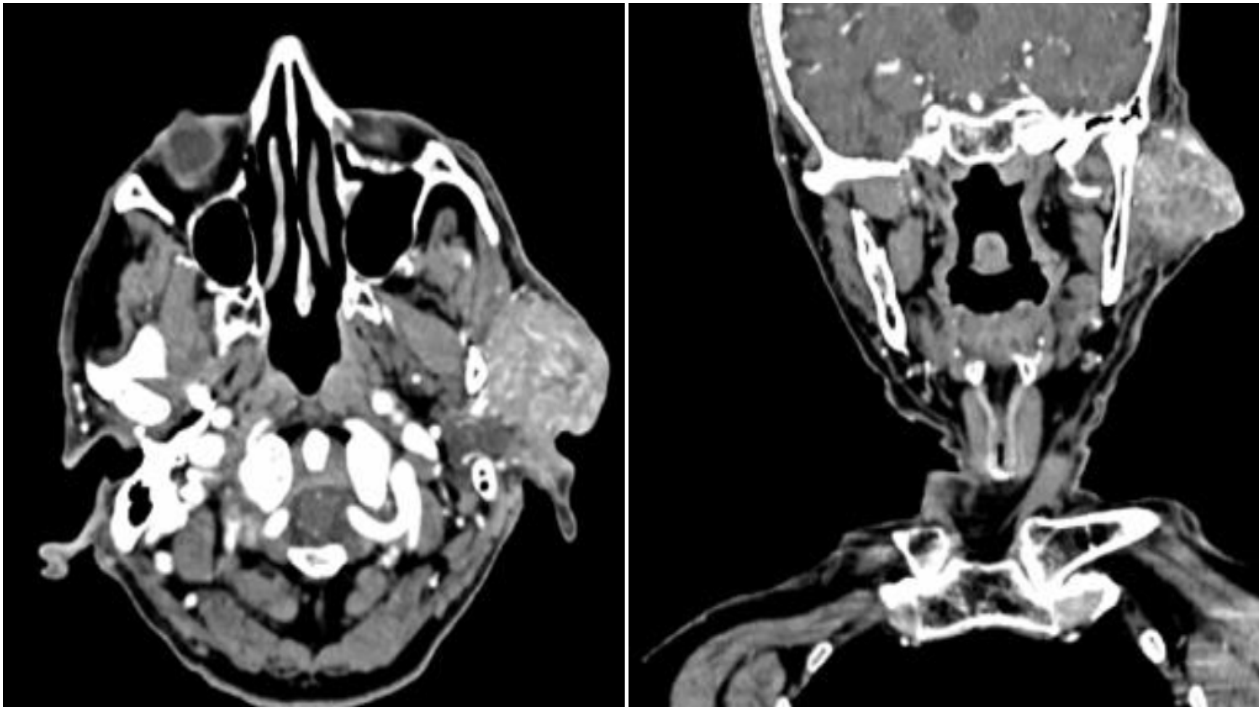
Tomografía cervicofacial contrastada en cortes axiales y coronales
